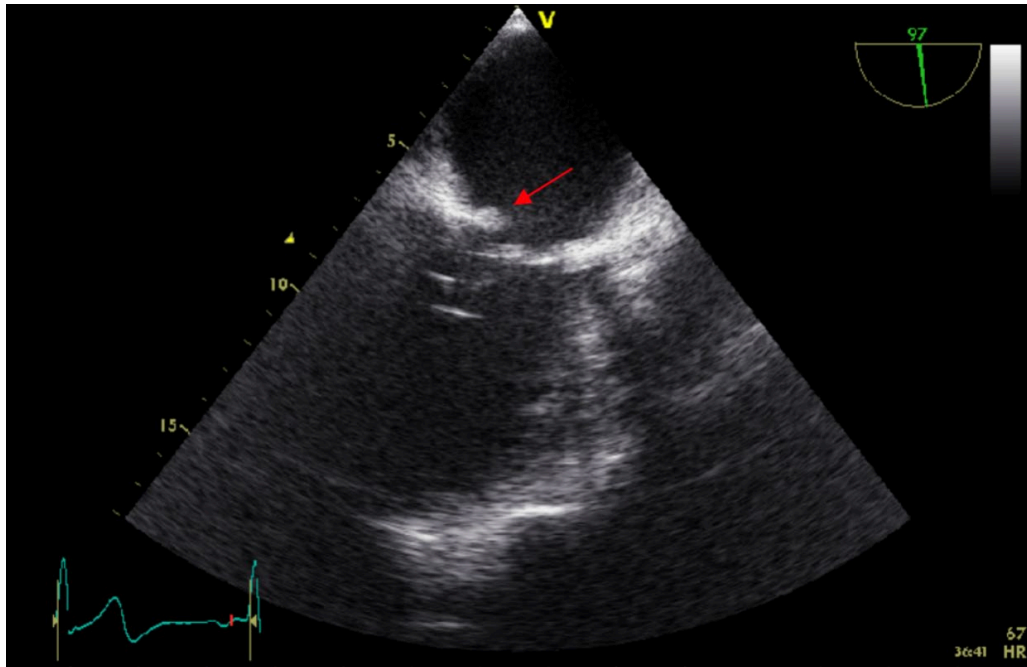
Imagen correspondiente al segundo ecocardiograma transesofágico realizado. Se observa la presencia de una vegetación redondeada pediculada a nivel de la valva posterior de la válvula mitral (señalada con flecha de color rojo).
